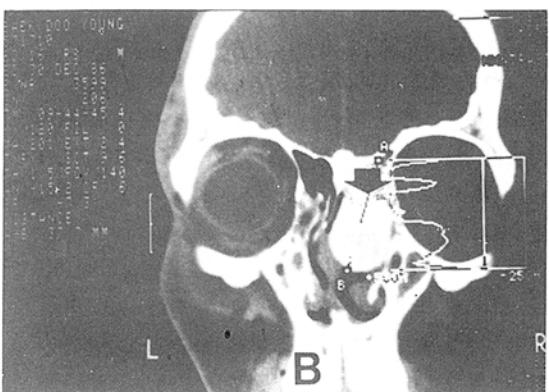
These preoperative CT scans taken before the first operation show expansile round mass of bone and soft tissue density(arrows) in both axial(A) and coronal(B) view on the right side of nasal cavity and ethmoid sinus.
